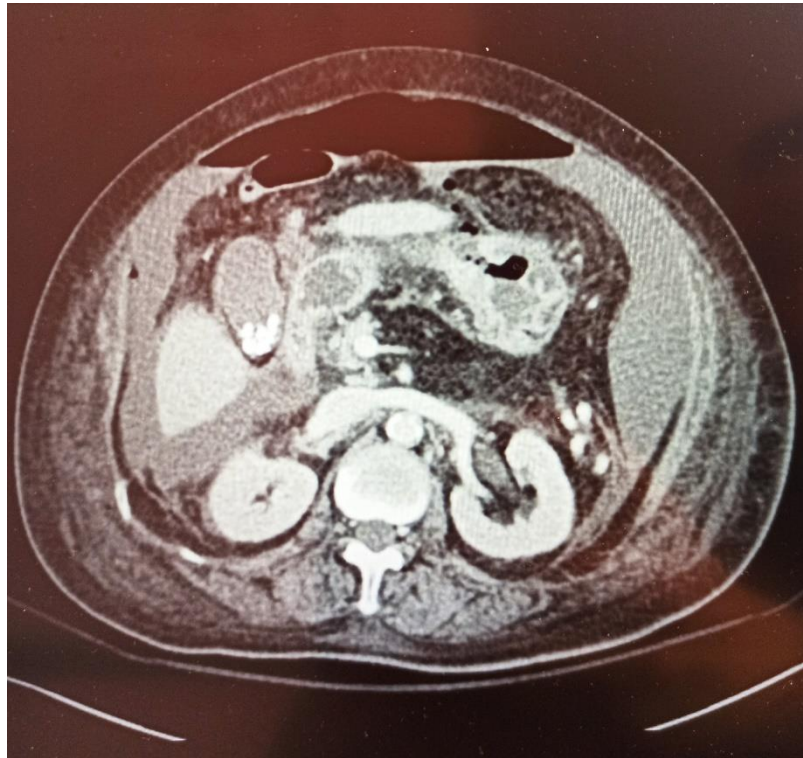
Image TDM montrant un épaissement pariétal de l'estomac, perforation sur sa paroi antérieure et un pneumopéritoine (service Réanimation A4)
